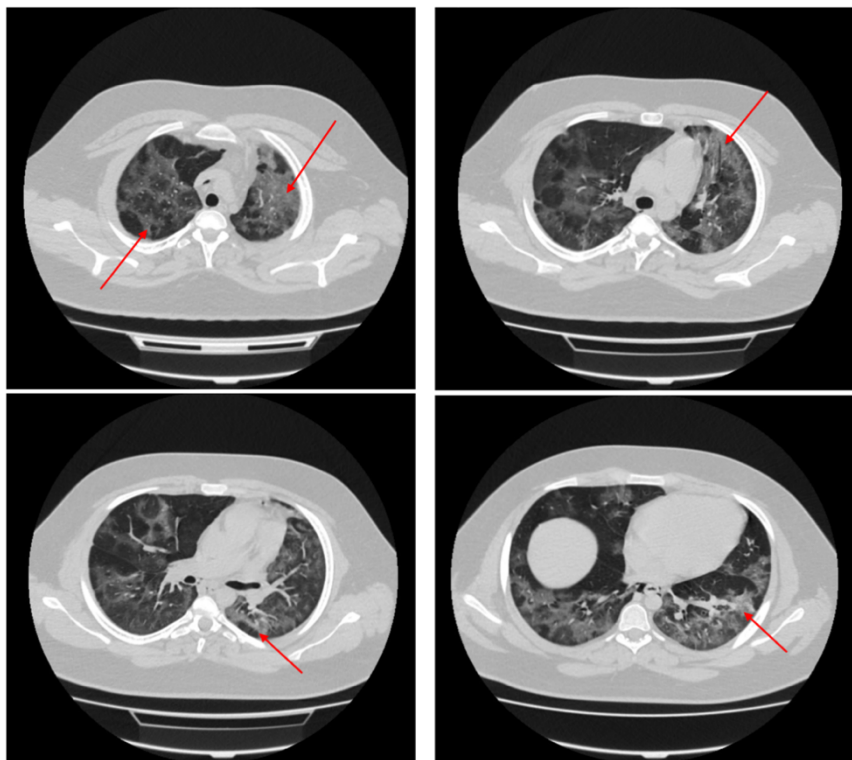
КТ органов грудной клетки от 11.06.2021. Стрелками обозначены зоны снижения пневматизации легочной ткани по типу «матового стекла»
